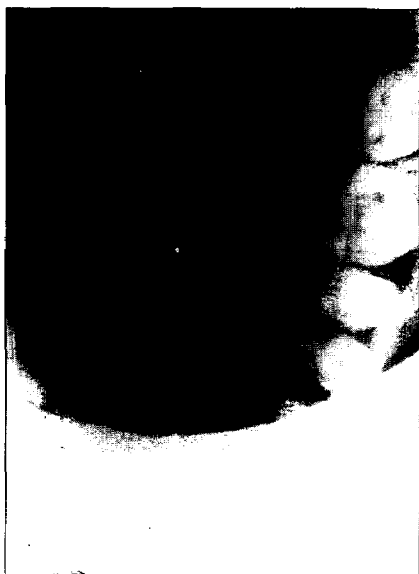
초진시 교합 방사선 사진으로 2개의 방사선 불투과성 물체를 보였음.
